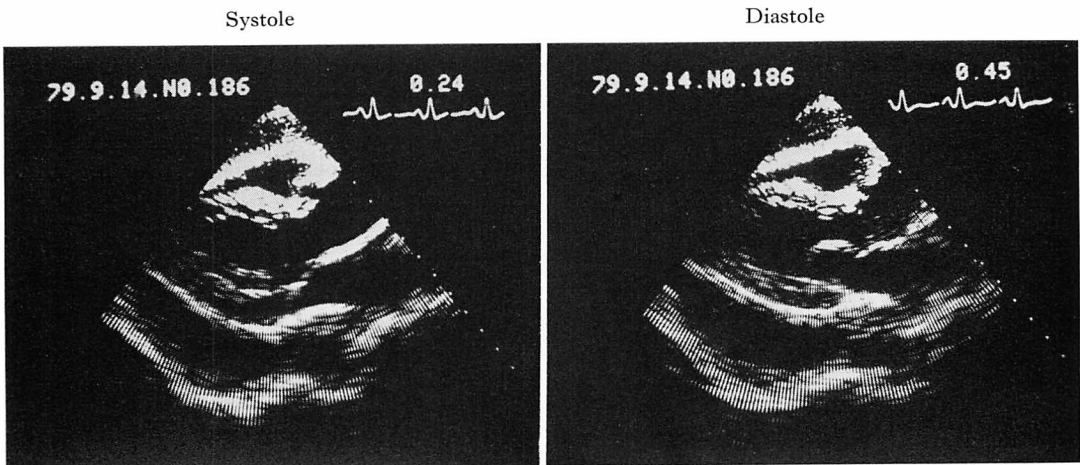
Cross-sectional echocardiograms of a case with pericardial effusion.
